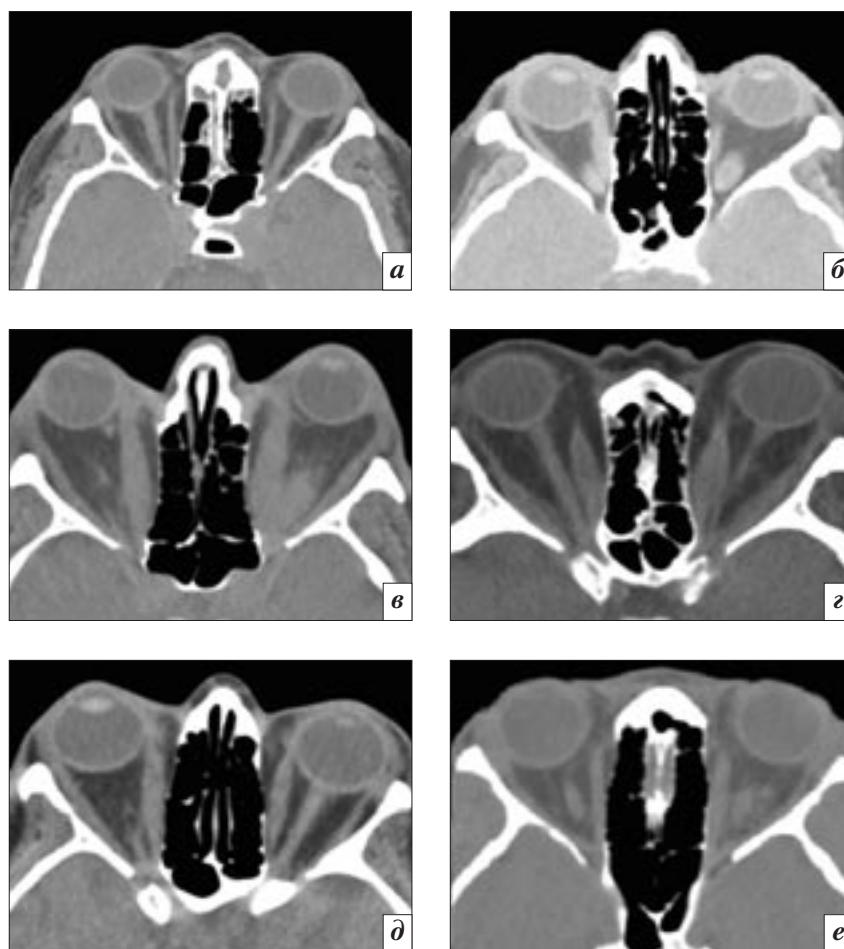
Компьютерные томограммы орбит (аксиальная проекция) пациентов: *a* – с ТЭ; *б* – с эндокринной миопатией; *в*, *г* – с миогенным вариантом ОЭ (*в* – отсутствуют изменения слезных желез, *г* – двустороннее поражение слезных желез); *д*, *е* – со смешанным вариантом ОЭ (*д* – отсутствуют изменения слезных желез, *е* – двустороннее поражение слезных желез)
